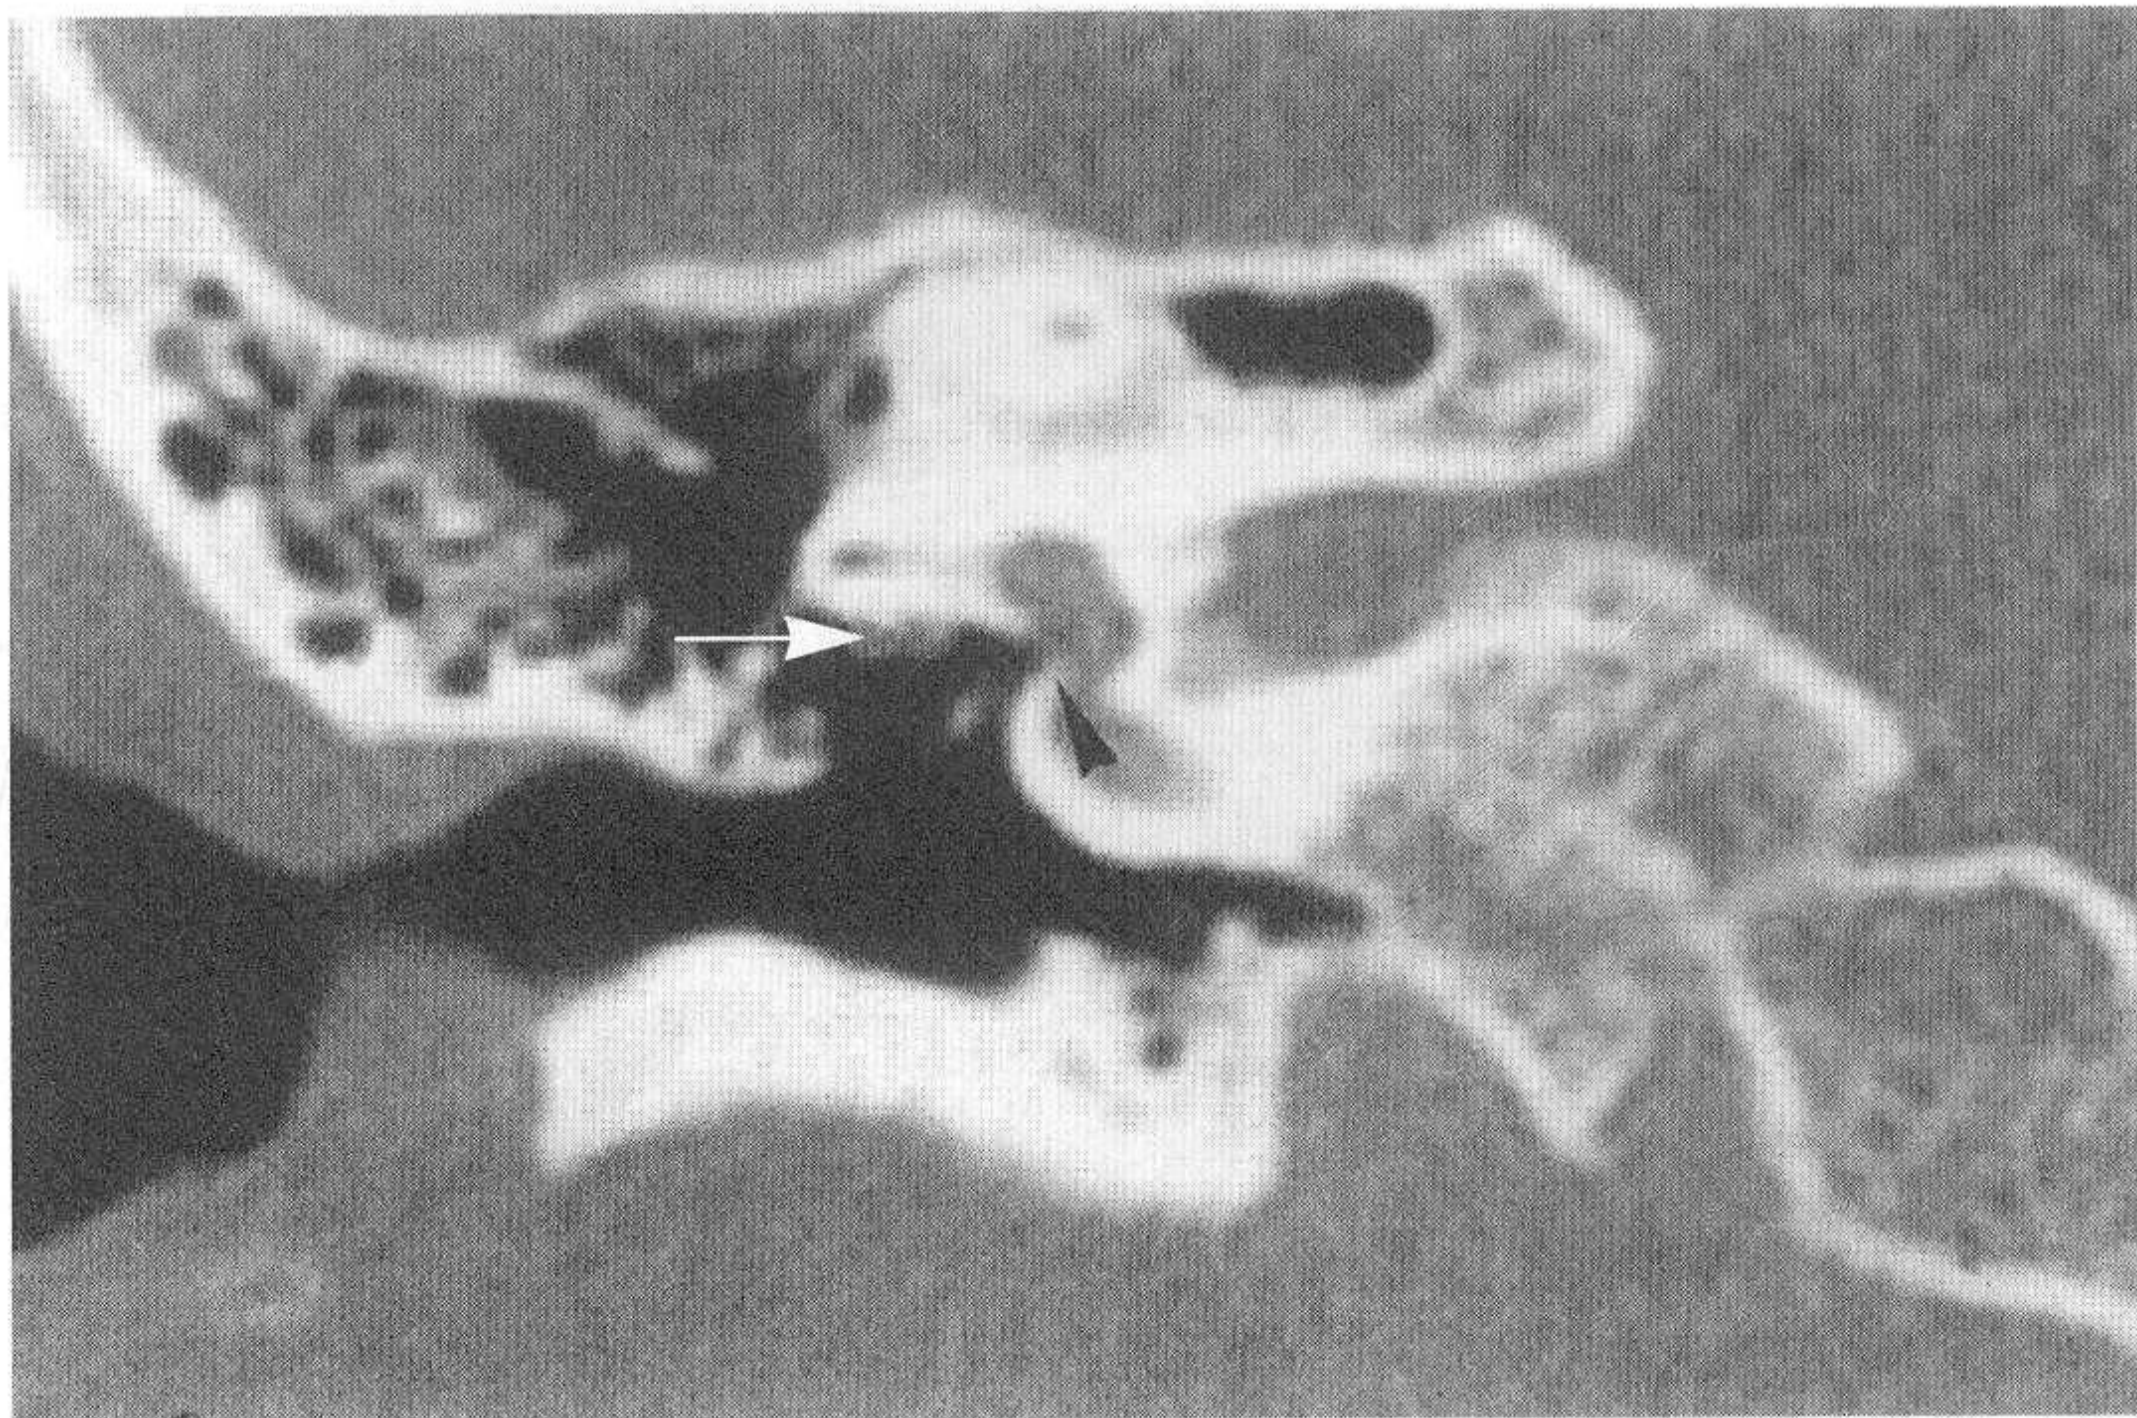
对应正常颞骨CT图像 (小箭头示前庭窗, 大箭头示面神经水平段)
